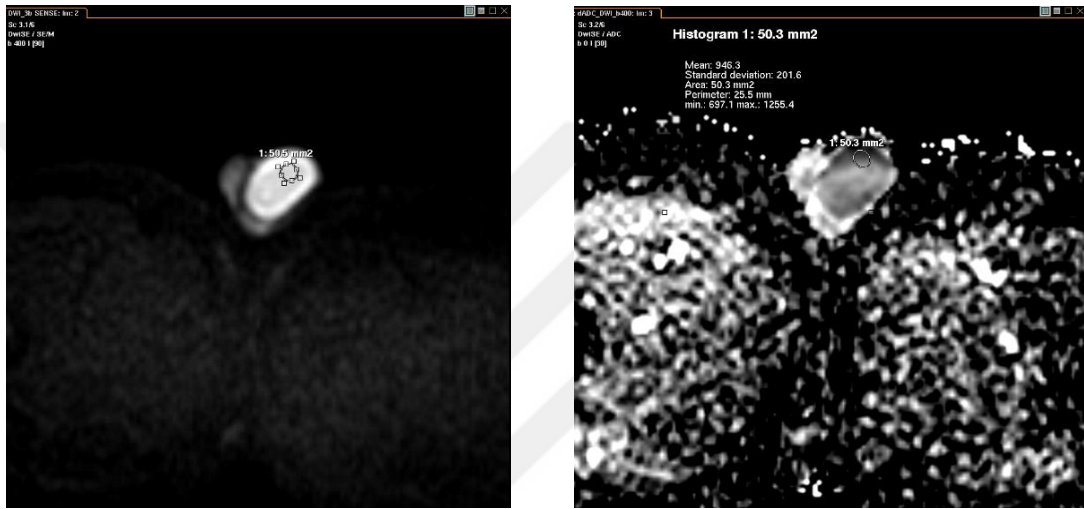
Sağlıklı gönüllülerden alınan testis b400 difüzyon MRG ve testis b400 ADC değeri;
